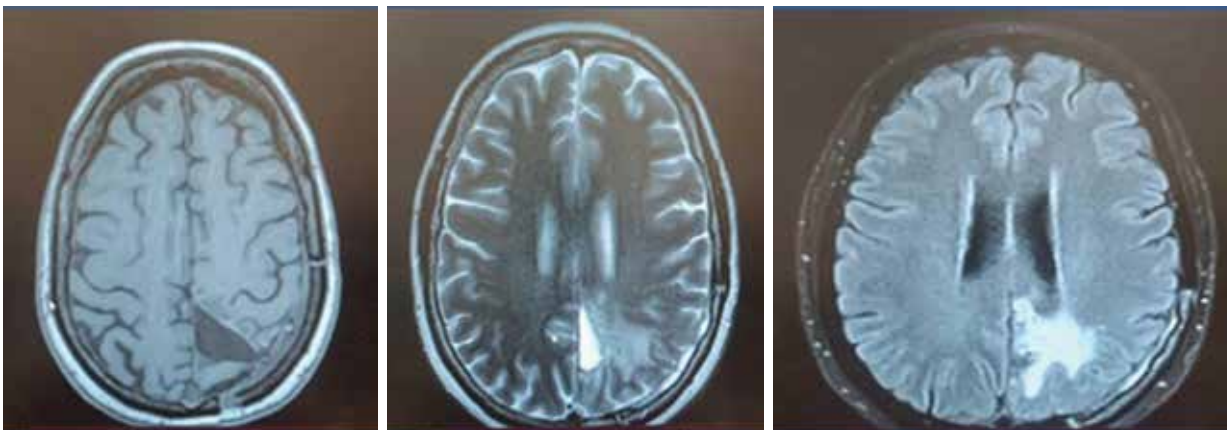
МРТ-картина кистозно-глиозных послеоперационных изменений в левой теменной доле
